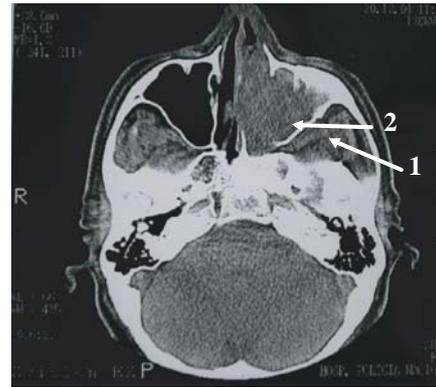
TAC de cráneo y macizo facial muestra que el tumor respeta: 1- fosa temporal y 2- pared posterior del antro maxilar.
